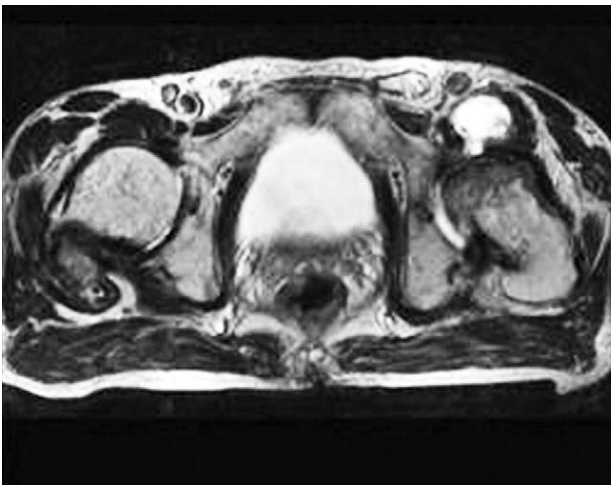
Axial T2 weighted MR image shows cyst connected to the left hip joint.
